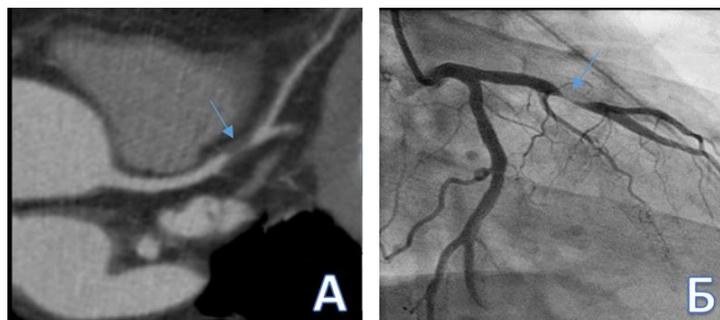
КТ-коронарография и инвазивная КАГ пациента М., 57 лет. Выраженный стеноз среднего сегмента ПМЖВ за счет мягкотканной АСБ. А – КТ-коронарограмма - многоплоскостная реконструкция (стрелкой указан стеноз); Б – КАГ – правая косая каудальная проекция (стрелкой указан стеноз).
